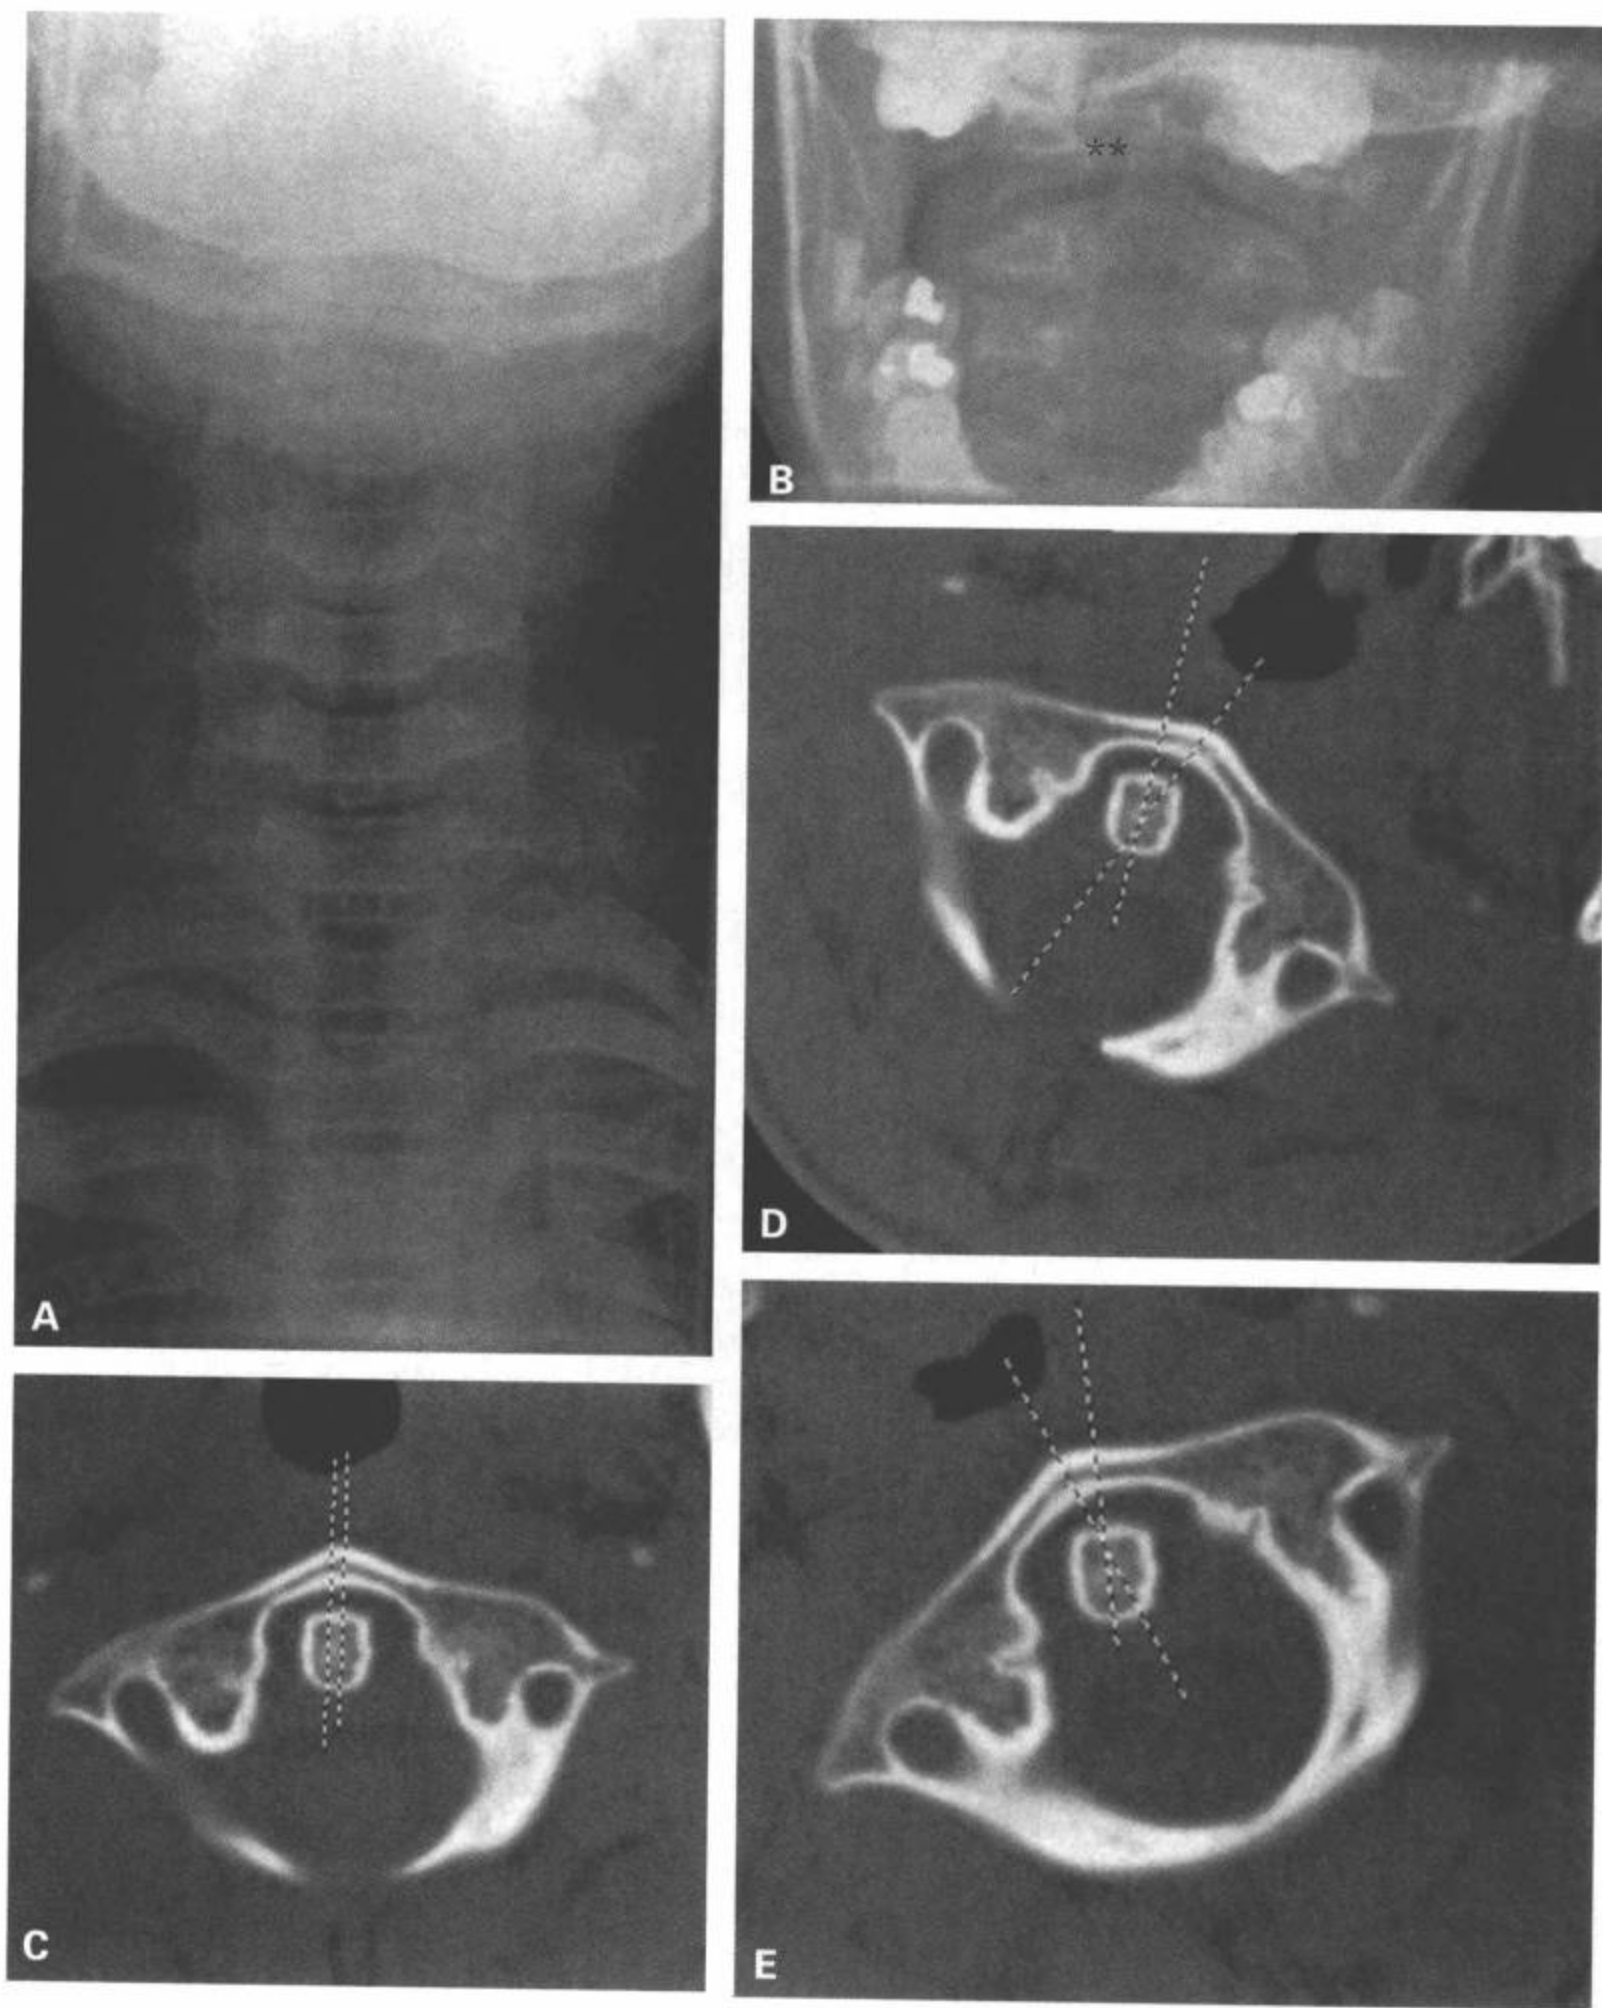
无半脱位征象的正常旋转性半脱位检查。试图撞击自己颈部的13岁病人，目前右侧疼痛，而且头转向左侧。前位(A)和张口位平片(B)显示头略向左侧倾斜(A)，C1与C2侧块的关系正常，C1侧块和齿突之间右侧的距离明显增宽(B中星)。为了评价C1在C2上方的正常旋转能力，在C1中缝和C2齿突中线的矢状点画一条连线。在正中位、右侧旋转位和左侧旋转位上评价C1前弓在C2齿突上方形成的角度。在正常情况下，头向右和向左转时，C1前弓应该能够越过齿突矢状面的形成角度(超过 $0^{\circ}$ )。旋转性半脱位时，通常在可疑固定侧容易完成这种动作，但由于越过中线的旋转固定及其限制，不可能转向对侧。在这例无旋转性半脱位的病人中，注意力集中在C1前弓于中立位上的齿突的中立关系上(C)。这例无旋转性半脱位的病人在向左转(D)和向右转(E)时，能够越过中线形成角度。因此，(A)和(B)中的表现说明与继发于斜颈的肌肉痉挛/肌僵直有关。
